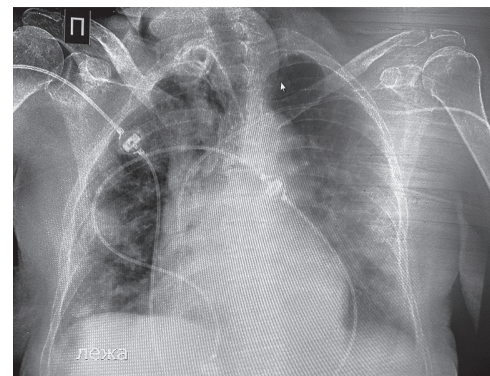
Рентген органов грудной клетки (лёжа)
